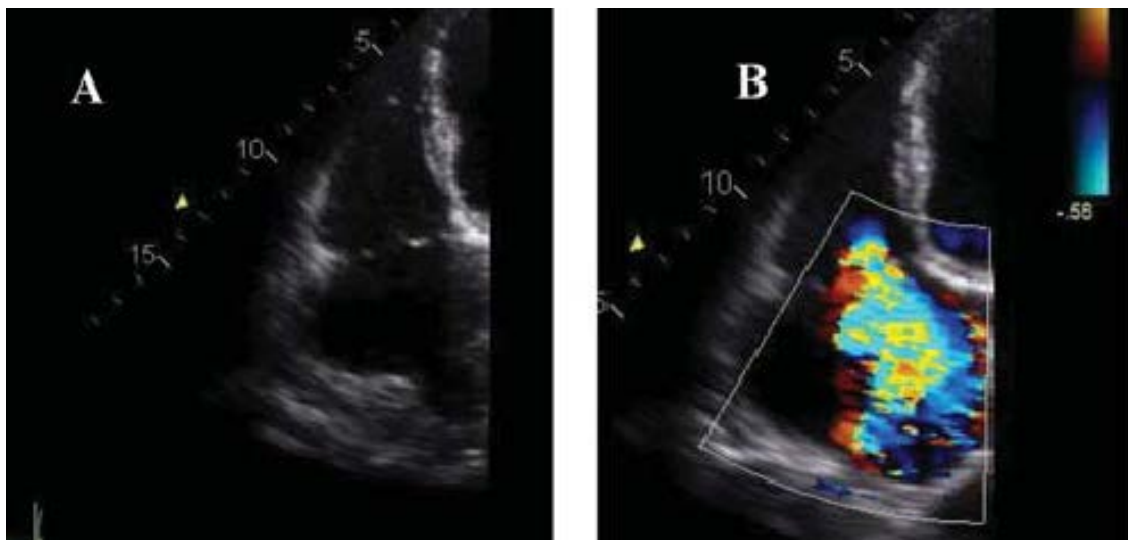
Insufficienza valvolare tricuspidalica- valutazione ecocardiografica. (A) Sezioni destre cardiache in proiezione apicale 4 camere durante TTE. (B) Insufficienza valvolare tricuspidalica di grado severo mediante color Doppler.
